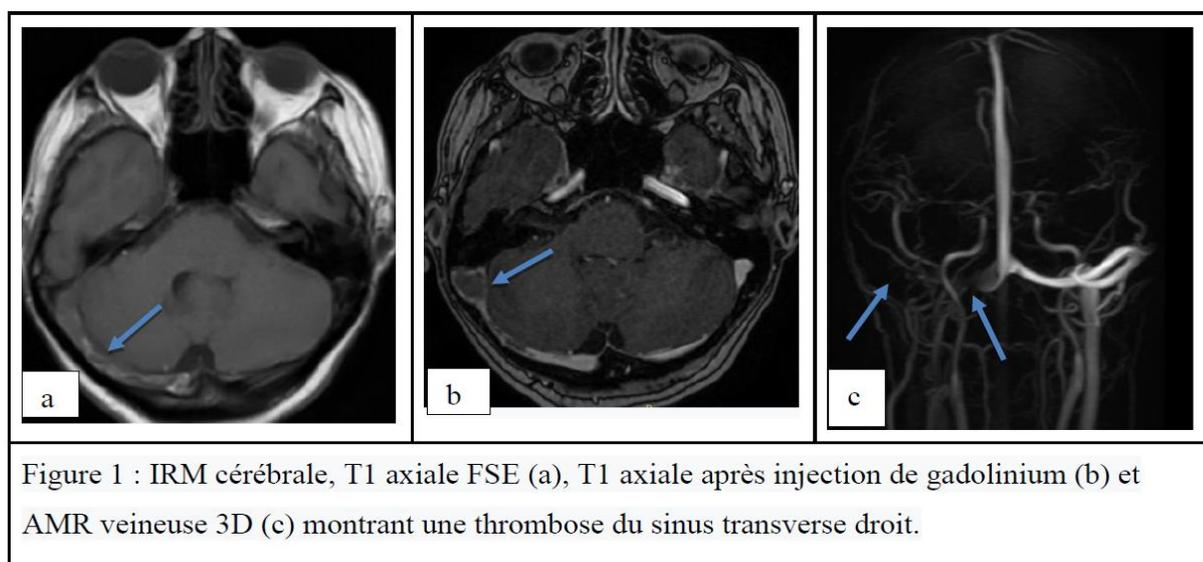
IRM cérébrale, T1 axiale FSE (a), T1 axiale après injection de gadolinium (b) et AMR veineuse 3D (c) montrant une thrombose du sinus transverse droit.
